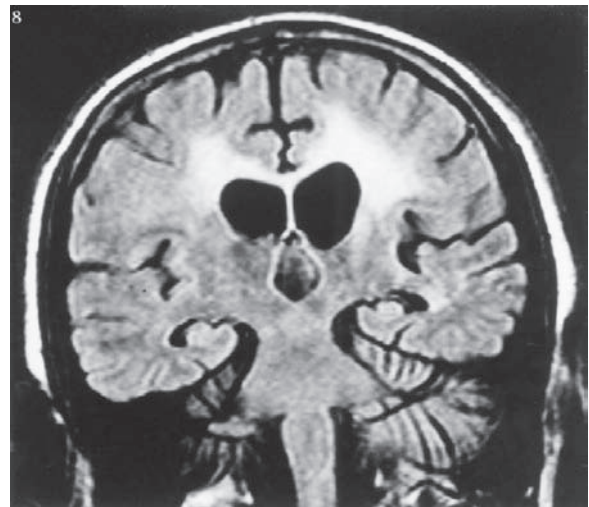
MRI de leucoencefalopatía por sida. Aparecen áreas grandes de cambios de la sustancia blanca que caracterizan a una forma de la demencia por sida; la atrofia cortical y el agrandamiento ventricular son evidentes.
